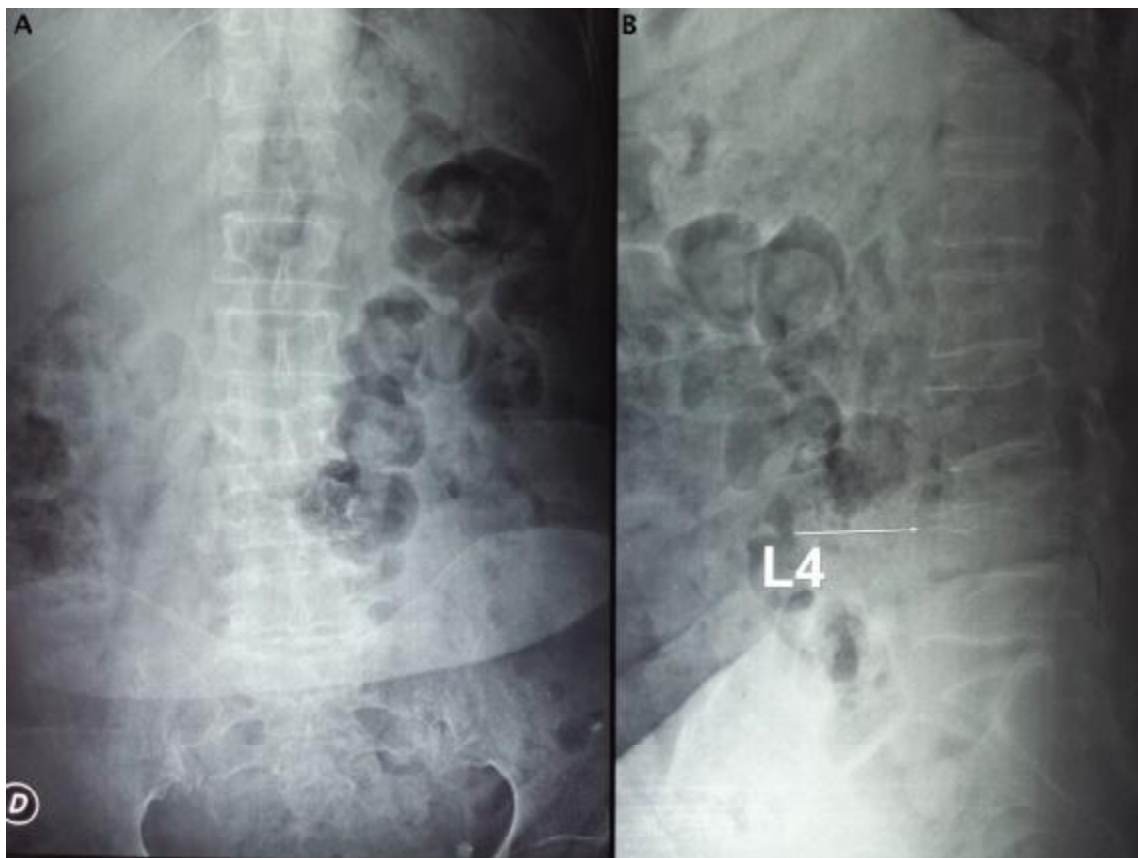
Radiographie du rachis de face: A et de profil: B montrant une fracture tassement de L4
